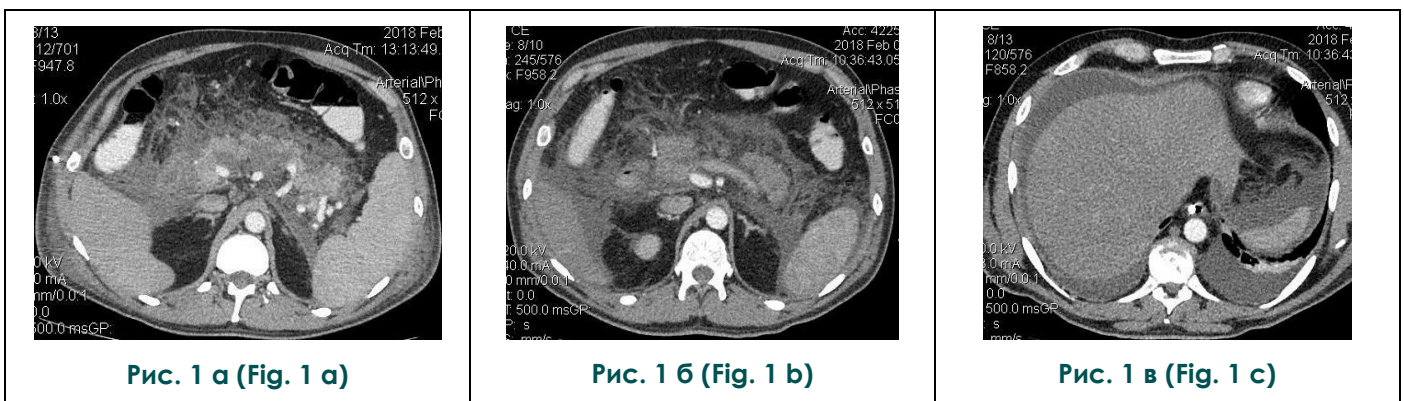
КТ органов брюшной полости с контрастным усилением, панкреатическая фаза, аксиальная плоскость
